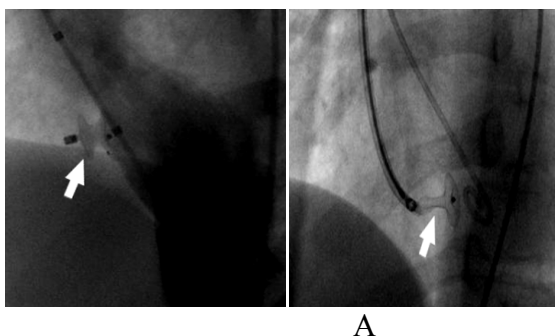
Рентгенологическая картина закрытия ДМЖП окклюдерами (отсутствие сброса контраста при левой вентрикулографии, стрелкой указаны окклюдеры)
